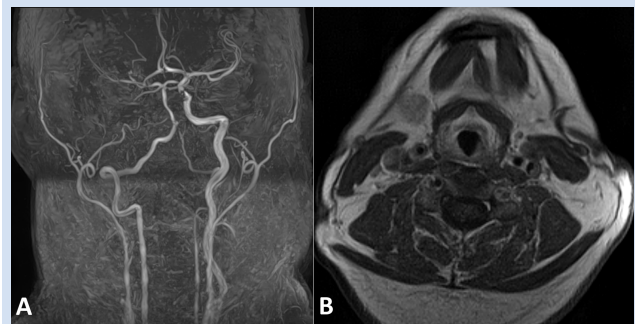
МРТ головного мозга у пациента П. с окклюзией правой сонной, левой сонной артерий и гипоплазией левой позвоночной артерии до КЭА: *A* – МР-ангиография сосудов головного мозга, *B* – T1-взвешенное изображение, аксиальный срез
